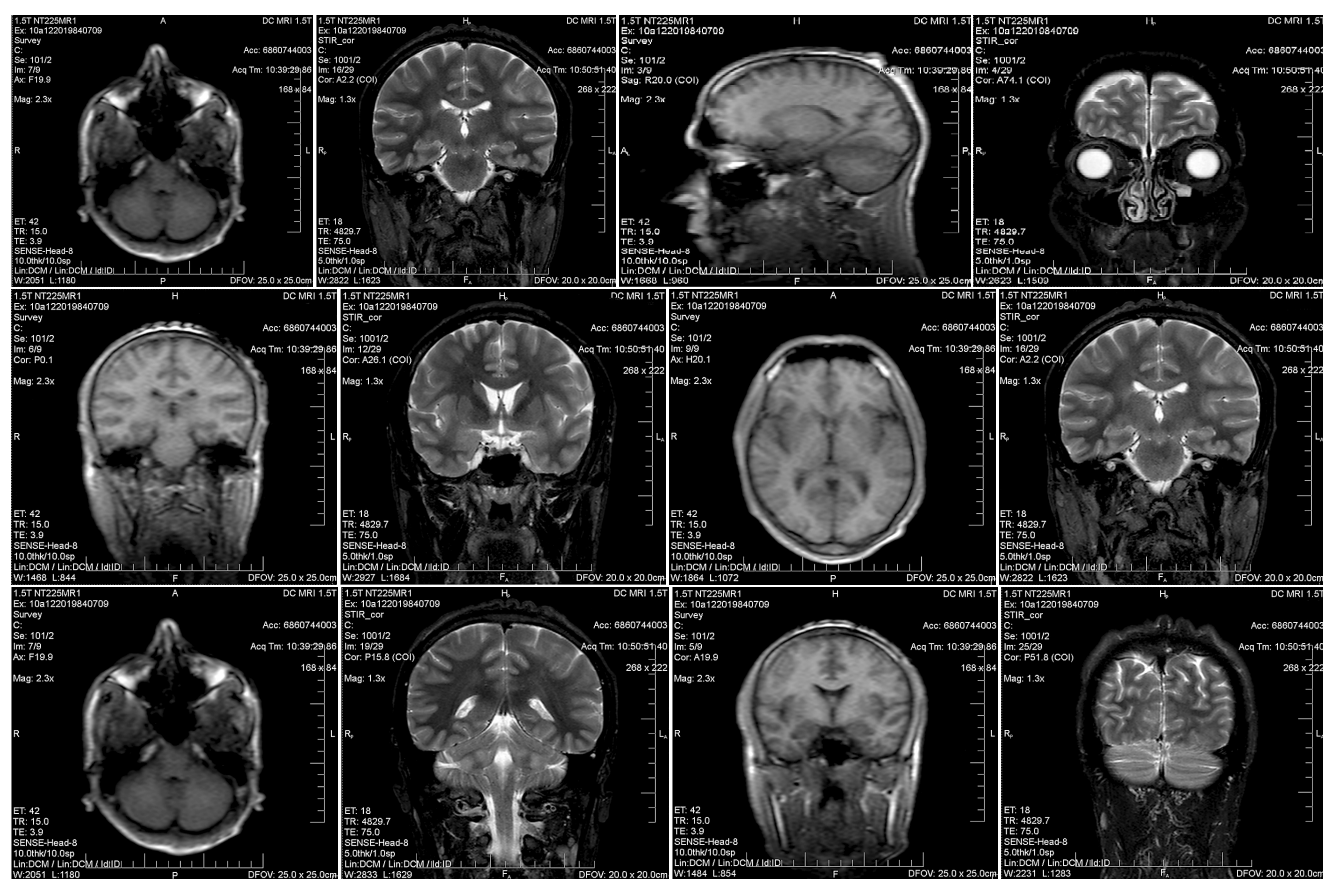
МРТ головного мозга пациента Д. в различных проекциях
